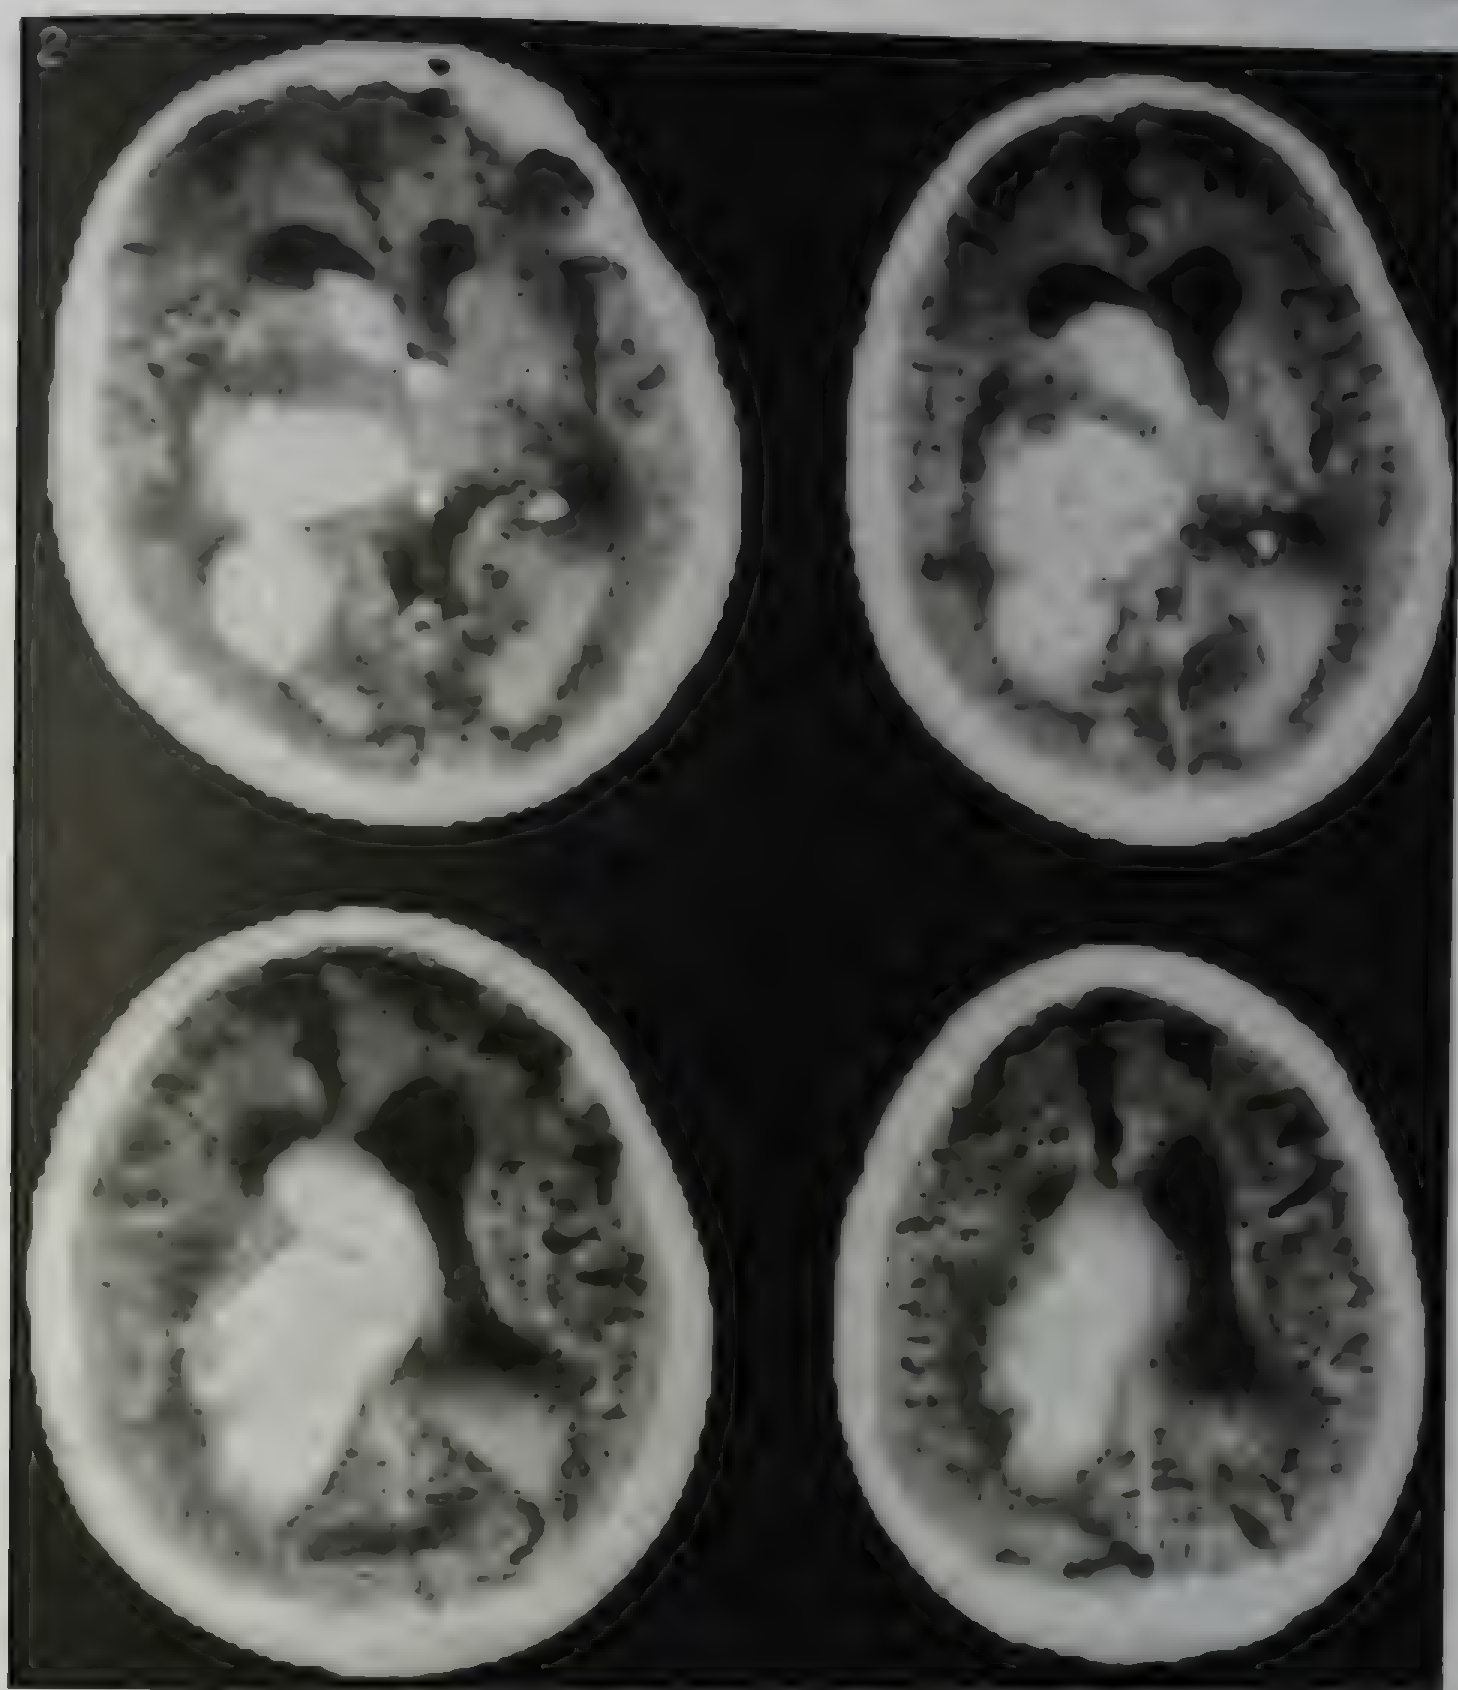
Компьютерные томограммы головного мозга. Внутримозговое кровоизлияние в правое полушарие большого мозга с прорывом крови в желудочковую систему. Гемотампонада на уровне межжелудочковых отверстий III желудочка (наличие сгустка крови в переднем отделе III желудочка), острая окклюзионная гидроцефалия боковых желудочков, феномены седиментации и горизонтального уровня жидкости в задних рогах боковых желудочков, выраженное поперечное смещение мозга влево
